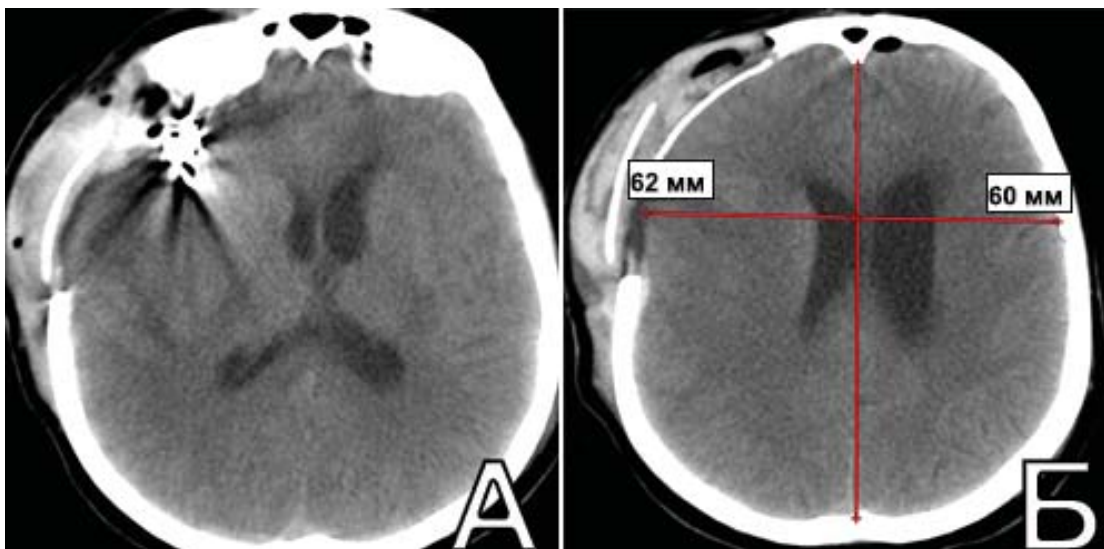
Неоправданная ДТЧ у пациентки М., 53 лет, оперированной на 6 сутки САК из КА СМА справа. А, Б. КТ головы на 3 сут п/о: пролабирование мозга в трепанационный дефект 2 мм
